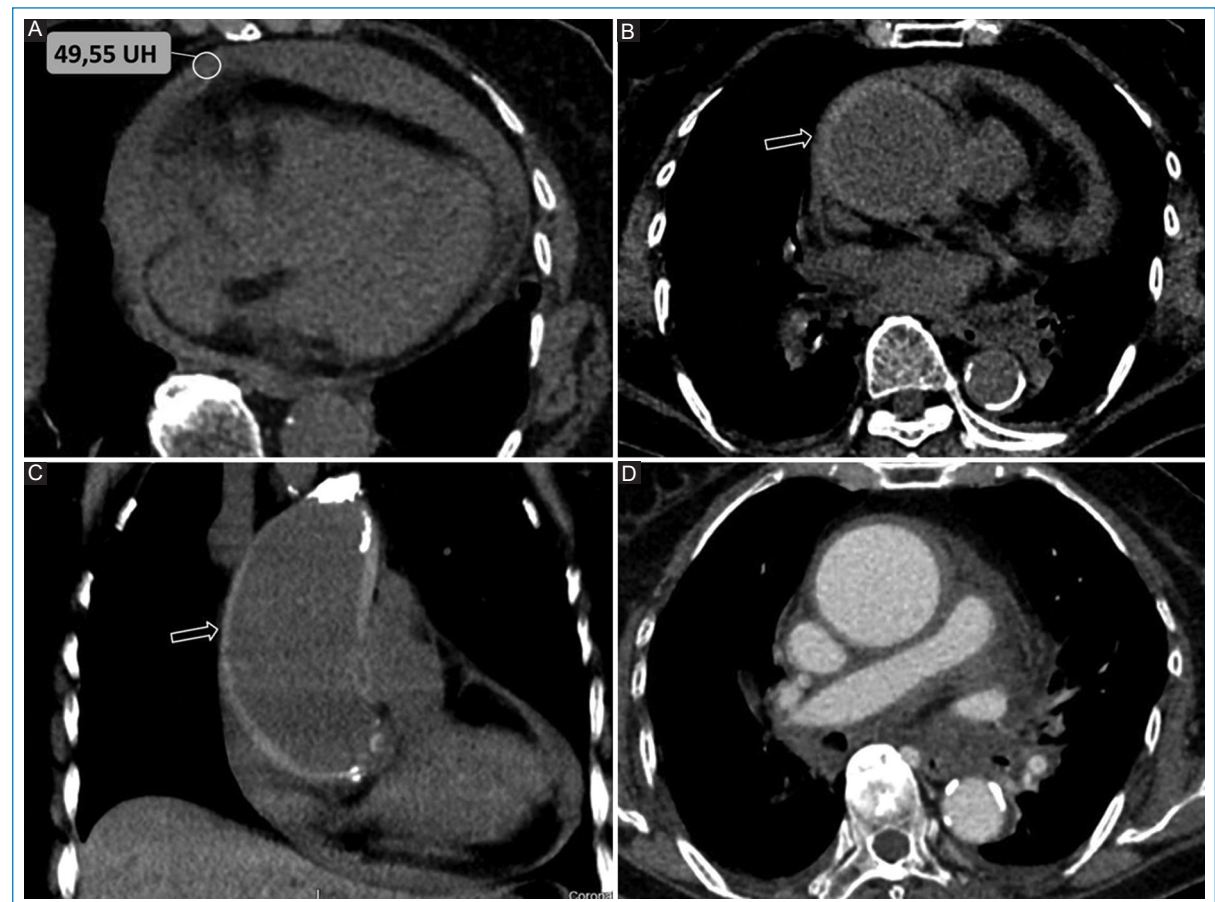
Hemopericardio en síndrome aórtico agudo (SAA). A: TCMC de tórax sin contraste plano axial donde se evidencia DP moderado con contenido espontáneamente denso/hemopericardio (de densidad 49,55 UH). B y C: TCMC de tórax sin contraste en planos axial y coronal; signos de hematoma intramural comprometiendo la aorta ascendente (flechas vacías blancas). D: la angiotomografía computarizada confirma los hallazgos, correspondiendo a un SAA Stanford tipo A, y descartando otras entidades tales como la disección o rotura aórtica.
